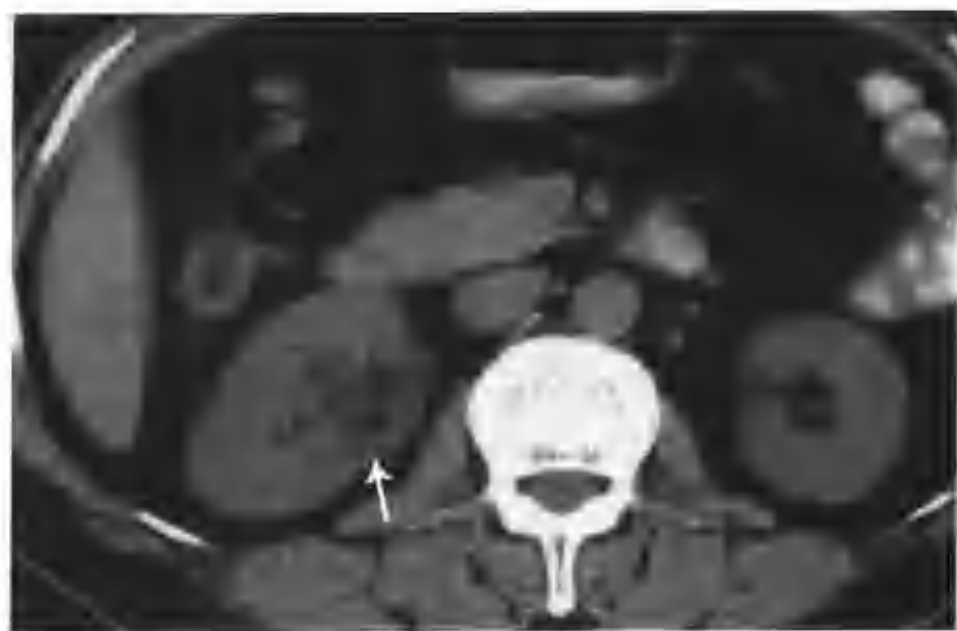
右肾错构瘤 (CT平扫右肾窦有一个 3.0cm×3.5cm 的等、低混杂密度肿物 (箭头))
